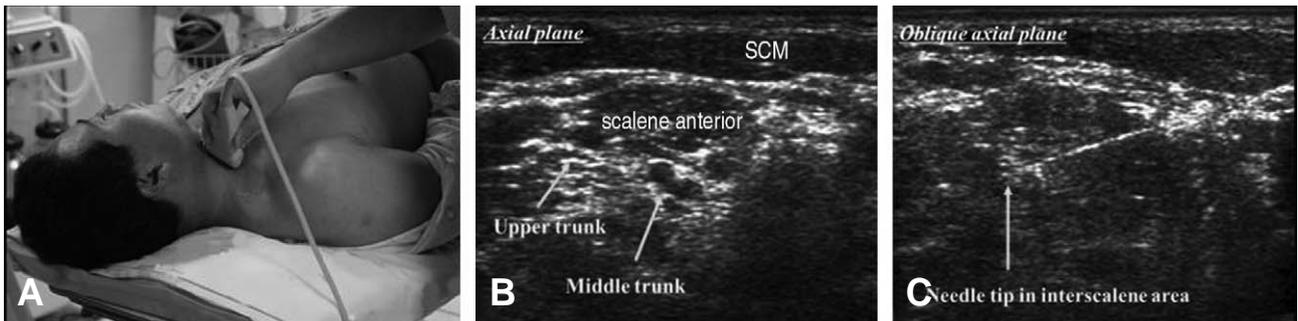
Patient's position for interscalene brachial plexus block and ultrasound images of interscalene area. (A) Patient is positioned in supine, (B) Ultrasound image shows an axial plane view, (C) Ultrasound image shows an oblique axial plane. Needle is observed with white linear line between scalenus anticus & medius. (abbreviation: SCM-sternocleidomastoid muscle)
